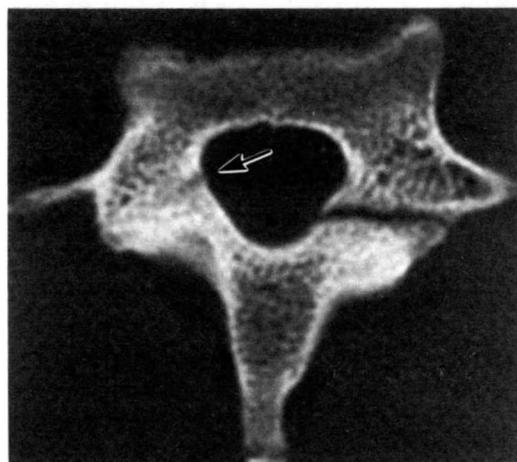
CT of a 15-year-old male baseball pitcher at the initial examination.
